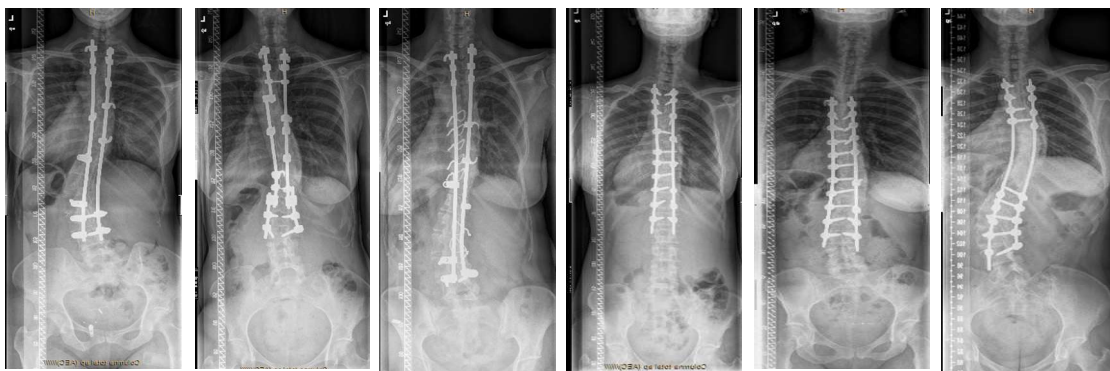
Radiografies actuals de les pacients del grup 2a
